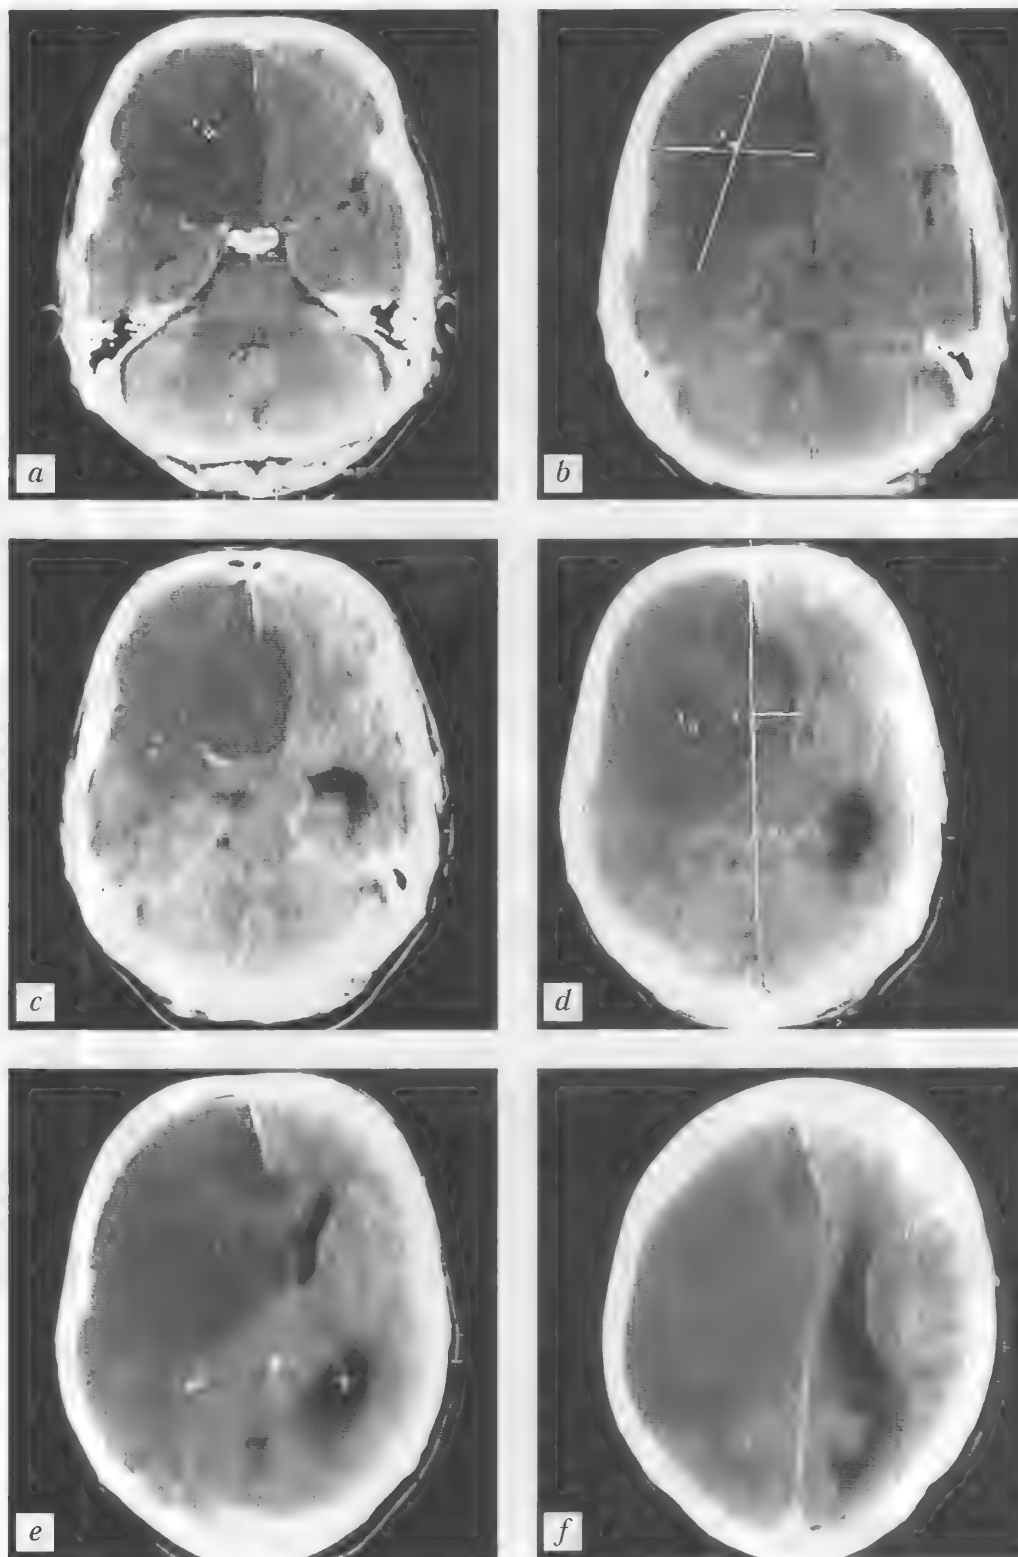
Больная Б., 52 года. Обширный ишемический инсульт в системе кровоснабжения правой внутренней сонной артерии. Боковой дислокационный синдром. КТ (неконтрастная) — *a–f*
